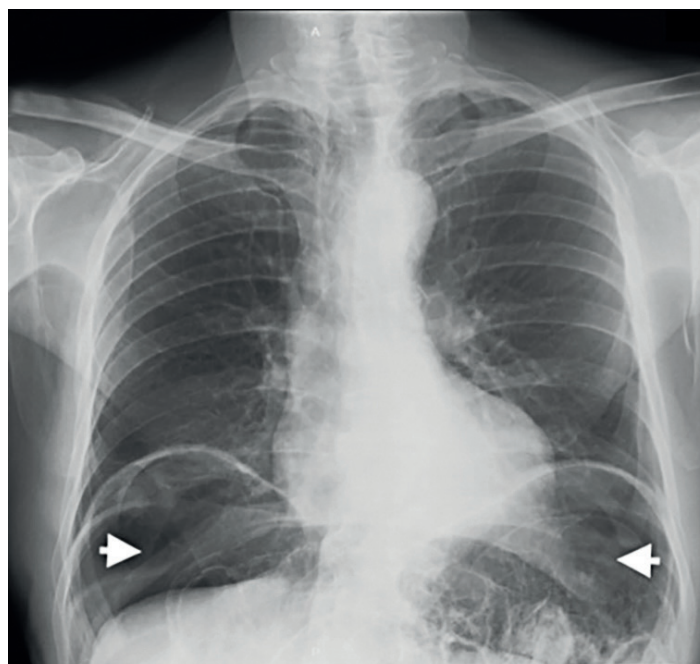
Radiografía de tórax que muestra neumoperitoneo bilateral (cabeza de flecha). Fuente: historia clínica del paciente.
